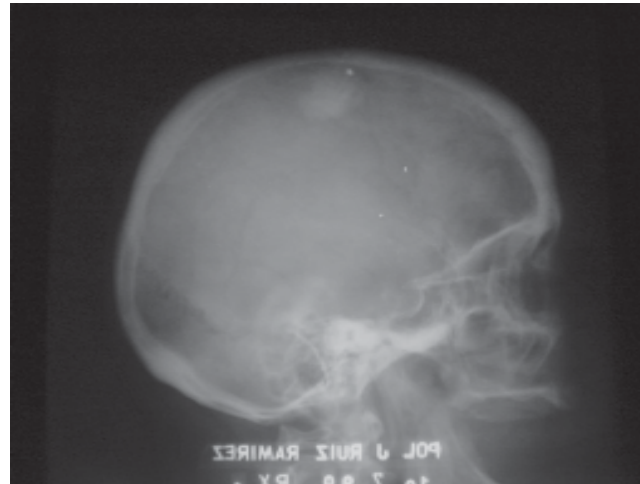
Radiografía lateral del cráneo que muestra calcificación en un meningioma.
